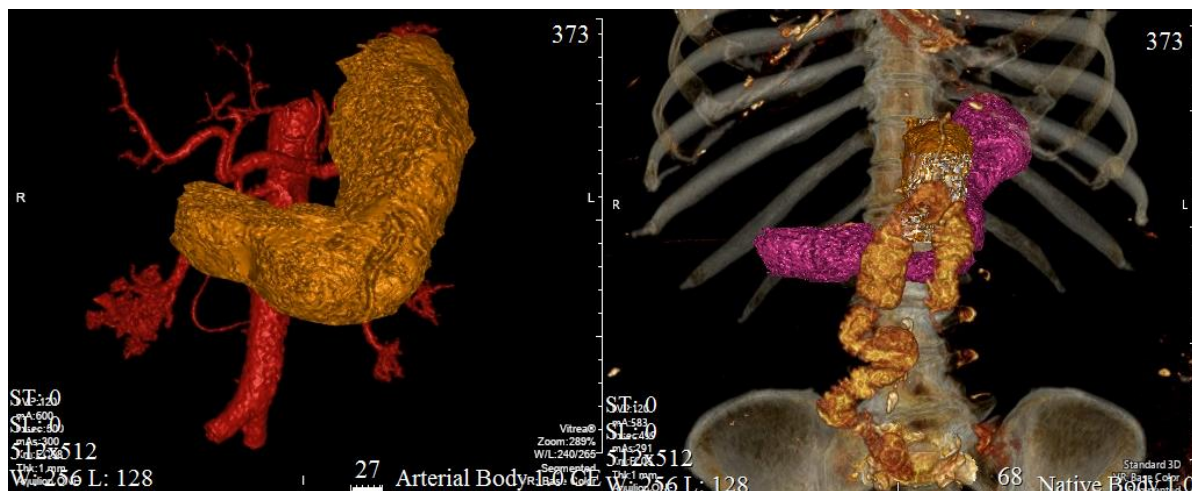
Пациентка X., 59 лет. СКТ до операции - объем желудка 501 мл, и после гастропластики - объем 139 мл.
